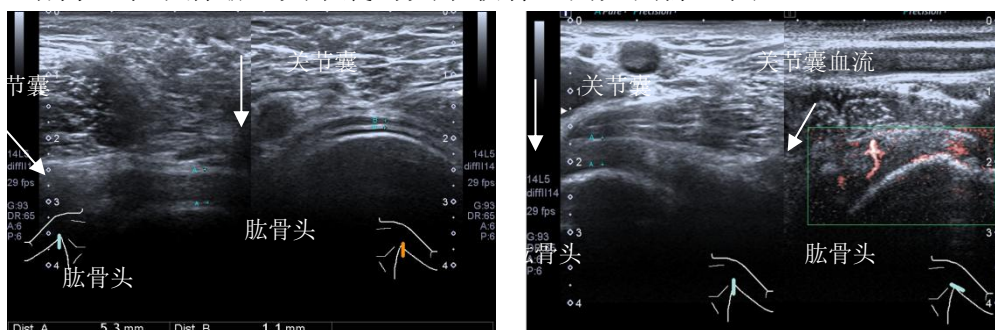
冻结肩超声声像图表现。A 长轴显示图。厚度小于 4mm，关节囊结构清晰，回声均匀。B 图 SMI 血流测量图。增厚的关节囊内部有丰富的血流信号。
